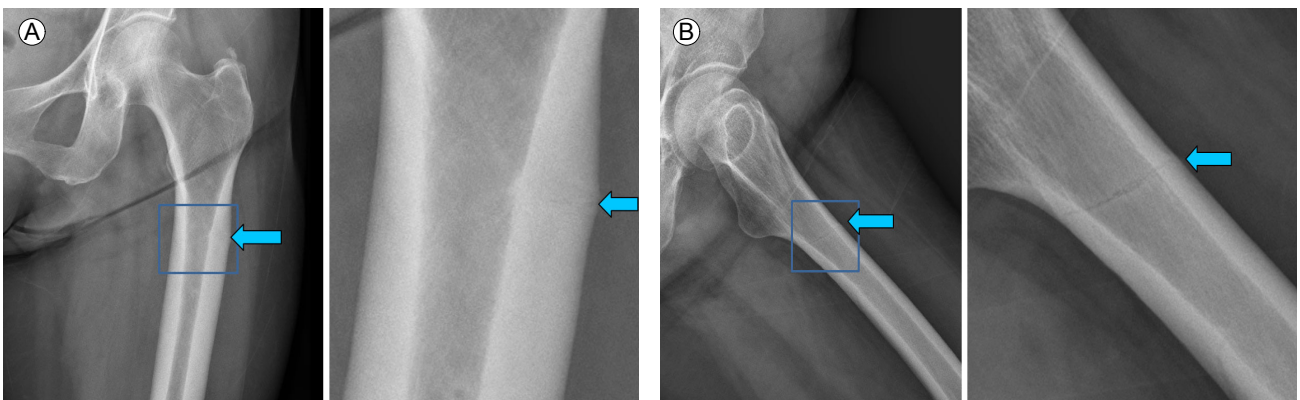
Plain radiographic findings. Anteroposterior (A) and lateral (B) images of hip show an insufficiency fracture of the left proximal femur.
